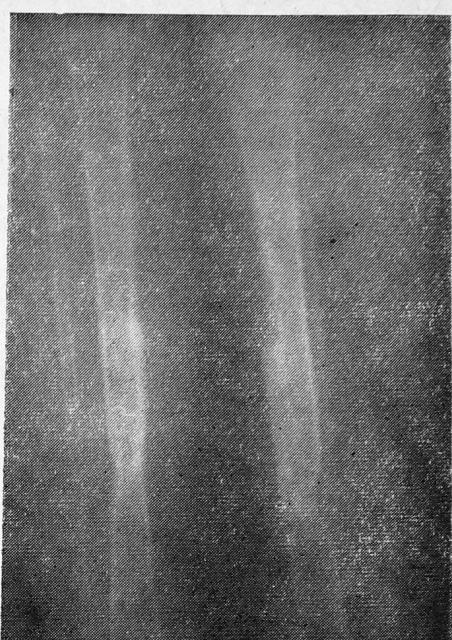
Рентгенограмма левой голени того же больного через 3 месяца после операции.
